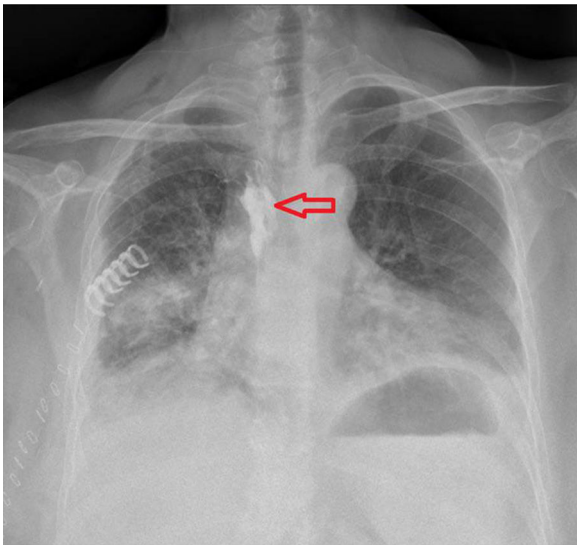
Radiografía postero-anterior de tórax: difusión paravertebral a nivel del 3.º al 5.º espacio intercostal de contraste yodado instilado a través del catéter (flecha).
